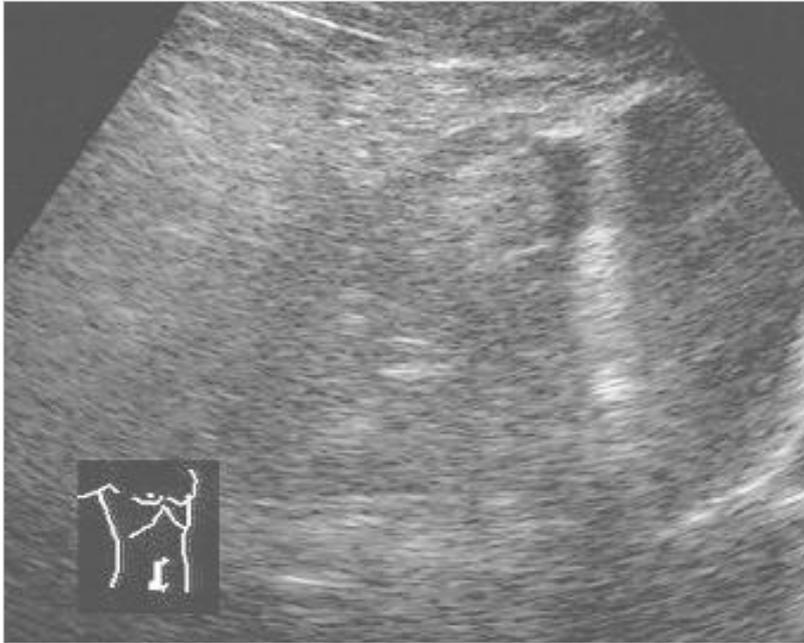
УЗИ брюшной полости. Скопление свободной жидкости между петлями кишечника и в правом боковом канале.
